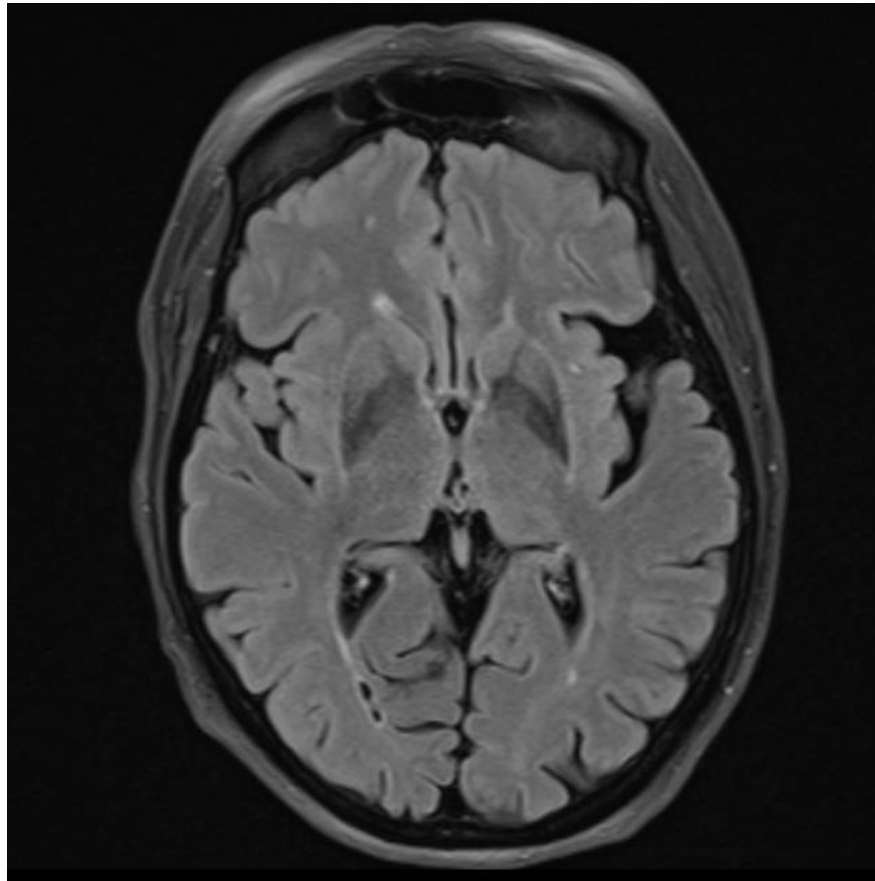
Симптом «обода скорлупы» в режиме T2-FLAIR.
